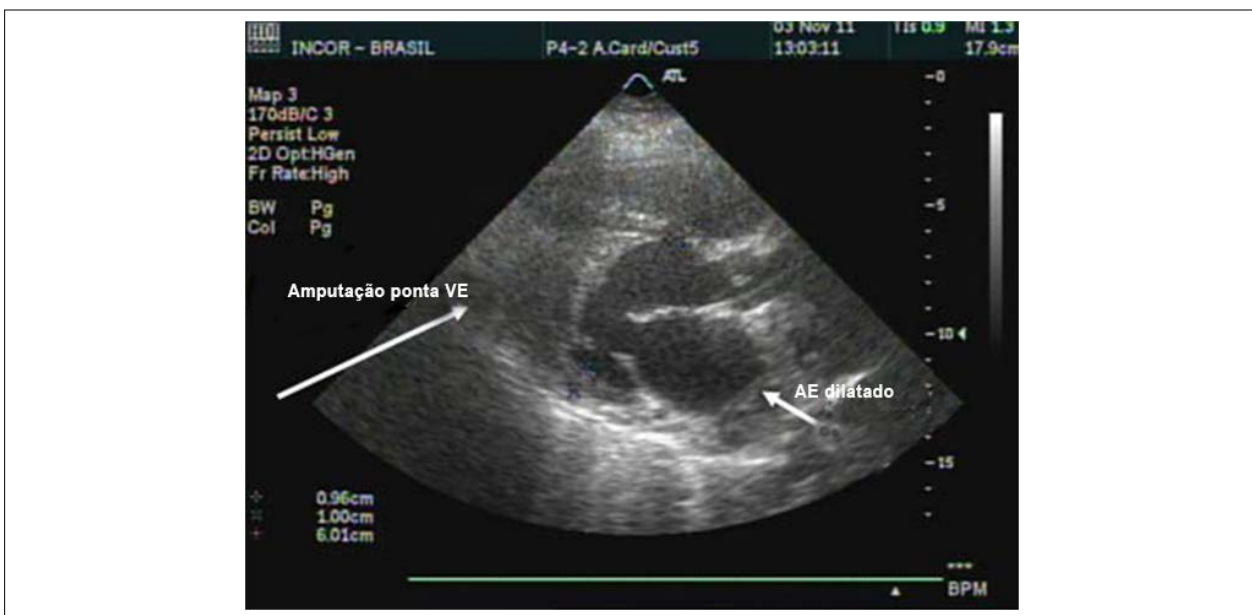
Ecocardiograma transtorácico, paraesternal eixo longo: dilatação de átrio esquerdo e amputação de ponta de ventrículo esquerdo.
